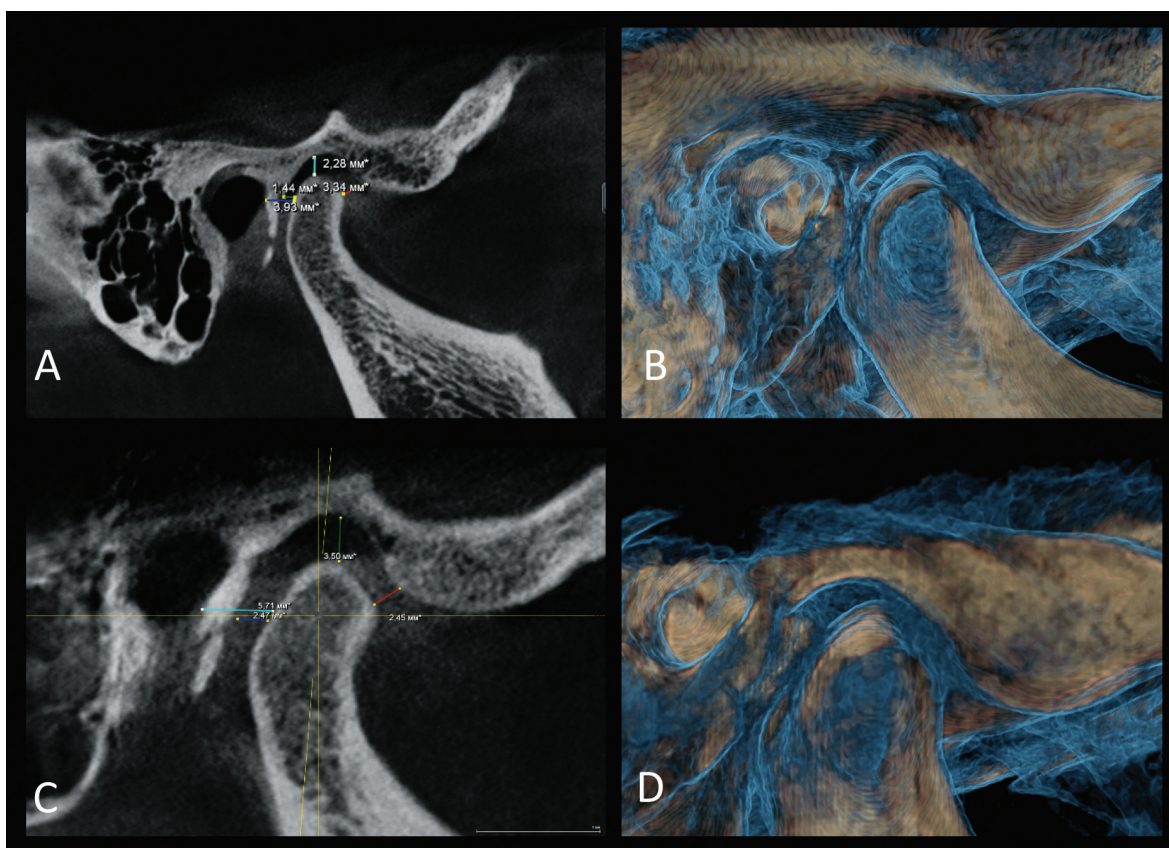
CBCT a pacientului cu disfuncție mandibulo-craniană. A) Poziția distalizată a condilului cu compresia zonei retrodiscale, B) Imaginea volumetrică a condilului articular cu reprezentarea țesutului moale anterior de condil. C) Poziția centrată a condilului. D) Imaginea volumetrică a condilului articular cu reprezentarea țesutului moale pe vârful condilului articular și decompresia zonei bilaminare. Cazuistică clinicii SRL „Omni Dent”.
